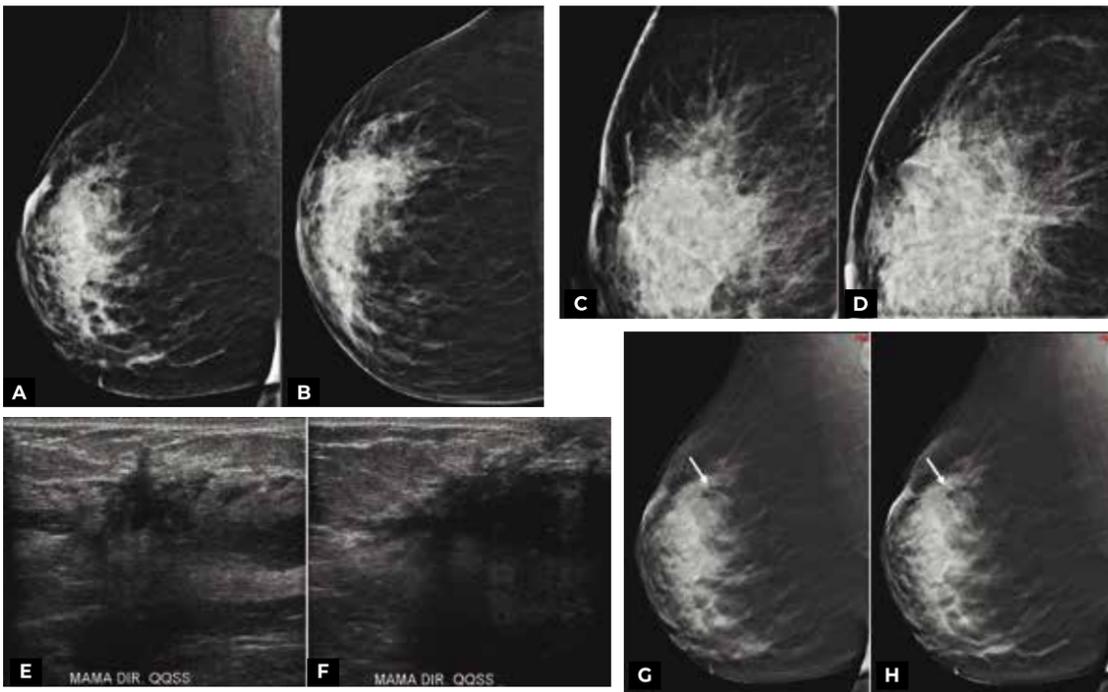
Paciente 55 anos, realizando controle após ressecção de atipia na mama direita há 5 anos. Realizou incidências mamográficas de rotina (A, MLO; B, CC), assim como incidências ampliadas (C, MLO; D, CC), sendo observada área de distorção da arquitetura na mama direita, pouco mais evidente em relação ao exame anterior (não mostrada). Exame de ultrassonografia (E, F) demonstrou área hipocóica irregular inespecífica nessa topografia. Cortes de tomossíntese (G, H) demonstraram com facilidade as áreas de gordura no interior da lesão (setas), confirmando tratar-se apenas de esteatonecrose (benigna).
